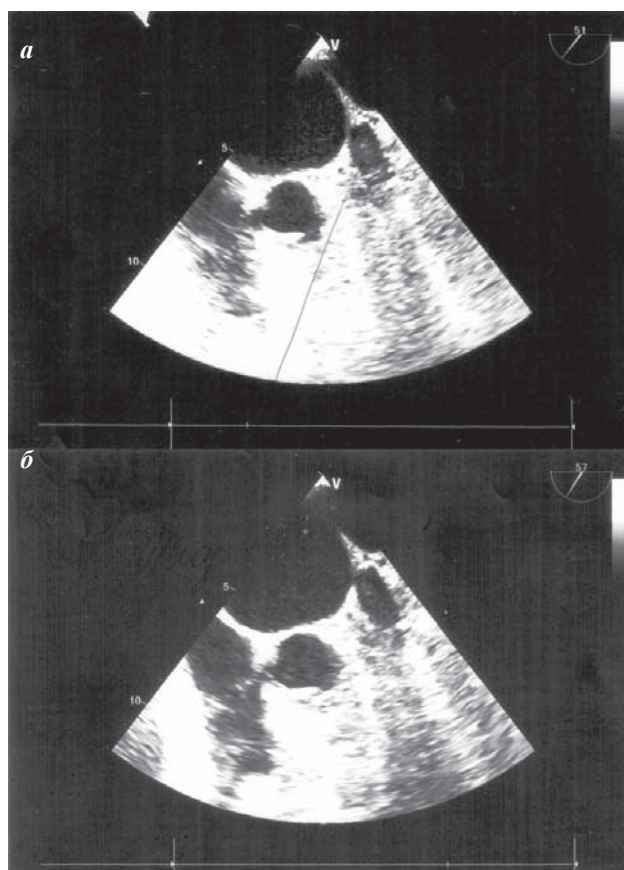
Чреспищеводное эхокардиографическое исследование пациентки Т., среднепищеводная промежуточная проекция: а - исследование при первичном поступлении (в ушке ЛП определяется мягкий пристеночный тромб), б - исследование при повторном поступлении после приема ривароксабана (признаков тромбоза ушка ЛП не выявлено).
